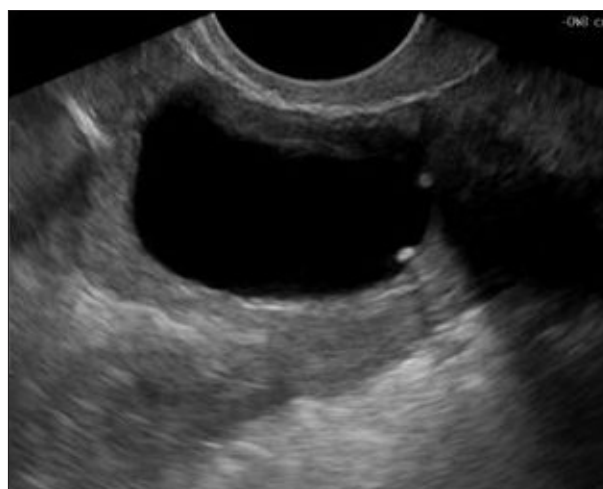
A a C – Mulher de 54 anos, menopausa aos 52 anos, sob terapêutica com tamoxifeno há 1 ano e 3 meses. A ecografia supra-púbica (A) revela a presença de formação quística anexial direita, melhor caracterizada por via transvaginal (B e C), aparentemente simples, com 43 mm de maior diâmetro.
